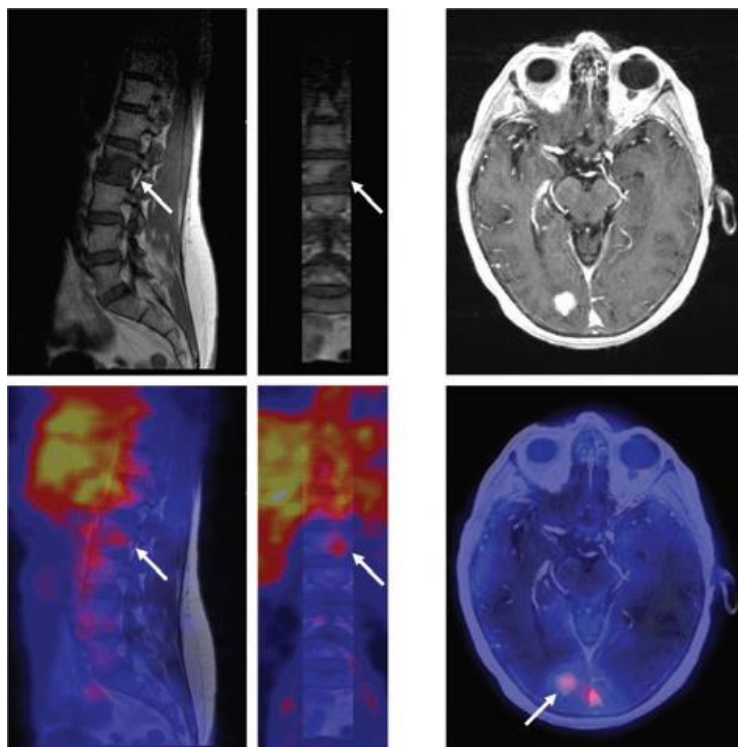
ПЭТ и МРТ томограммы метастатического поражения позвоночника и головного мозга [22].
